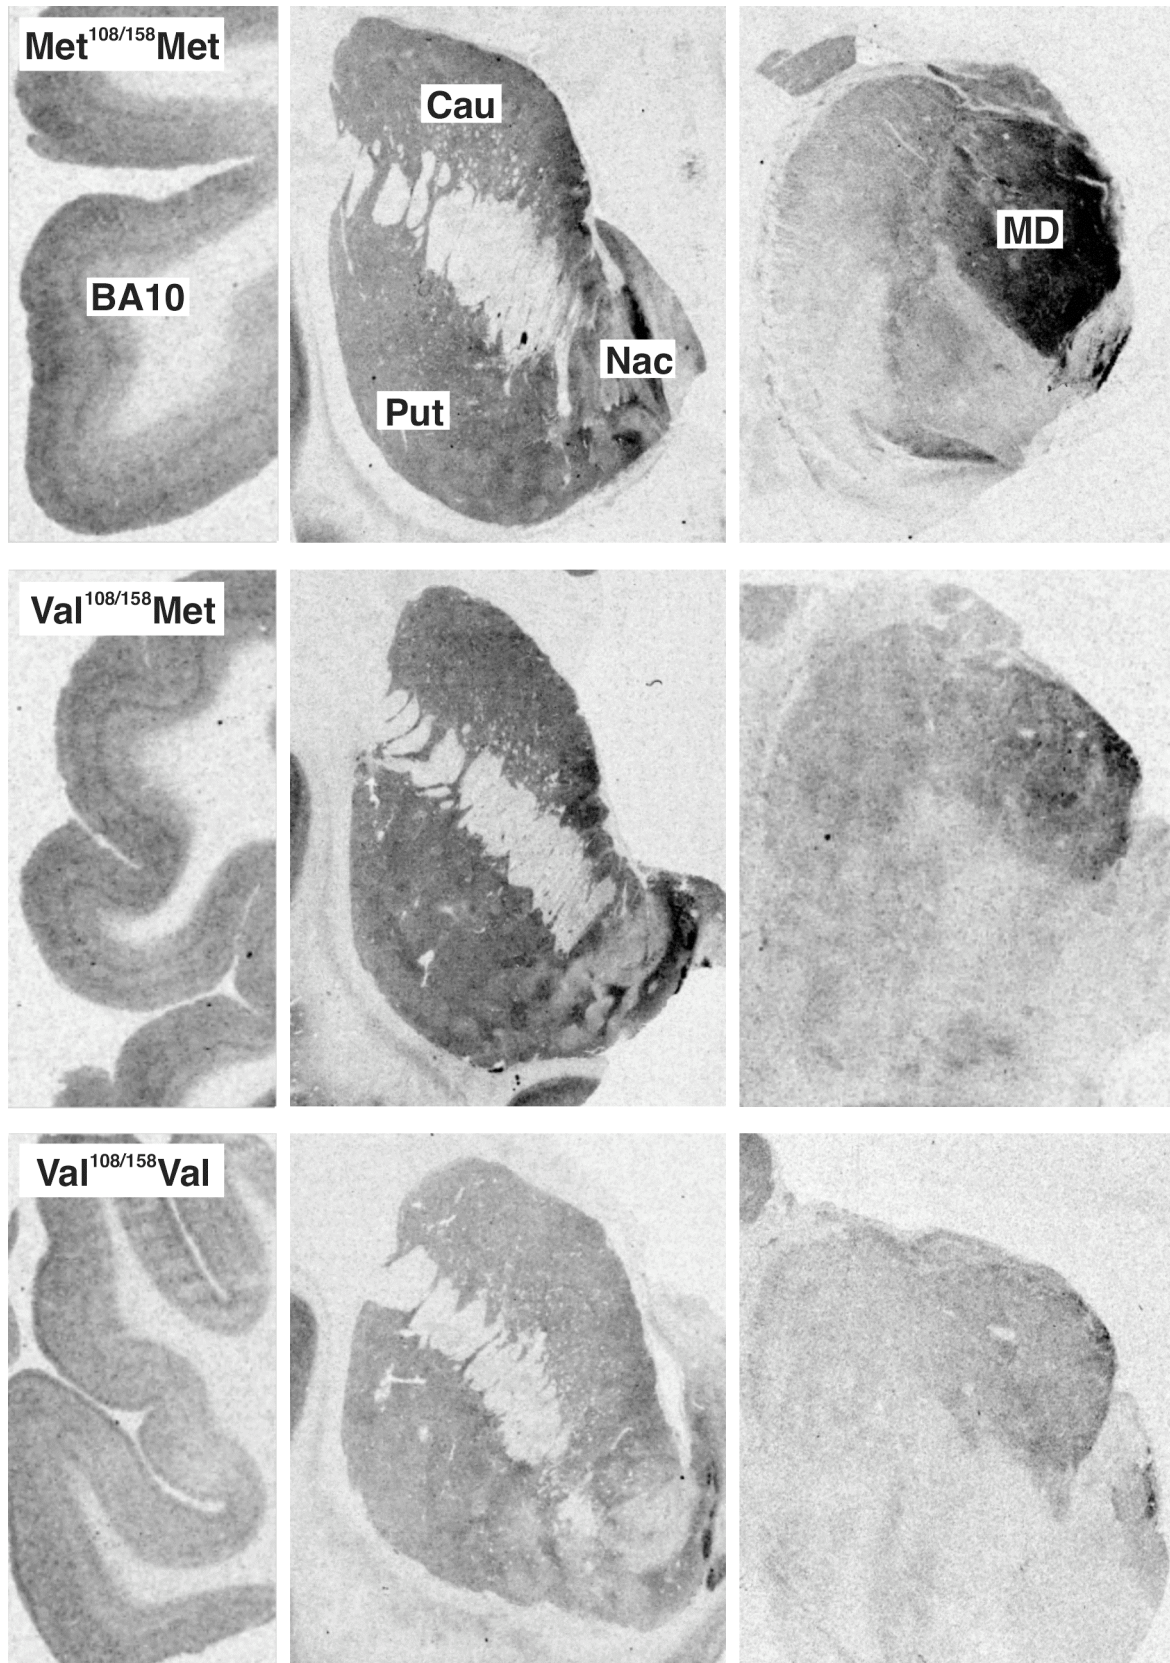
Autoradiographien des DAMGO-Bindings, sortiert nach *COMT Val^{108/158}Met* Genotyp; Linke Spalte: Frontaler Cortex (BA 10); mittlere Spalte: Striatum, bestehend aus Ncl. caudatus (Cau), Ncl. accumbens (Nac) und Putamen (Put) rechte Spalte: Thalamus, MD= Ncl. mediodorsalis. Die Schnitte einer Zeile stammen jeweils von einem Individuum.
